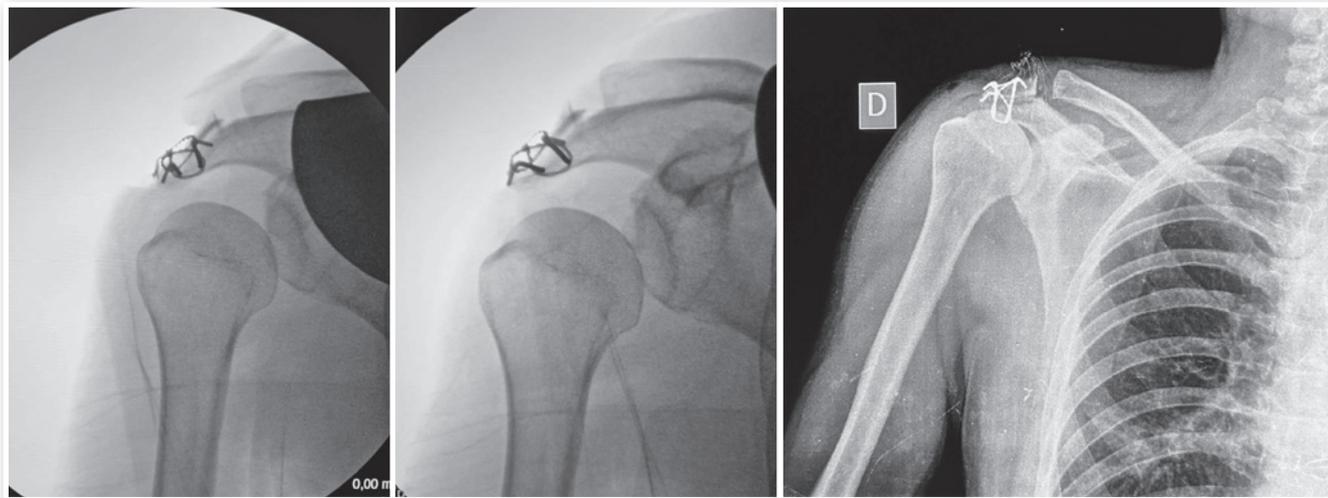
Escopias intraoperatórias e radiografia pós-operatória com resultado da osteossíntese do acrômio.
